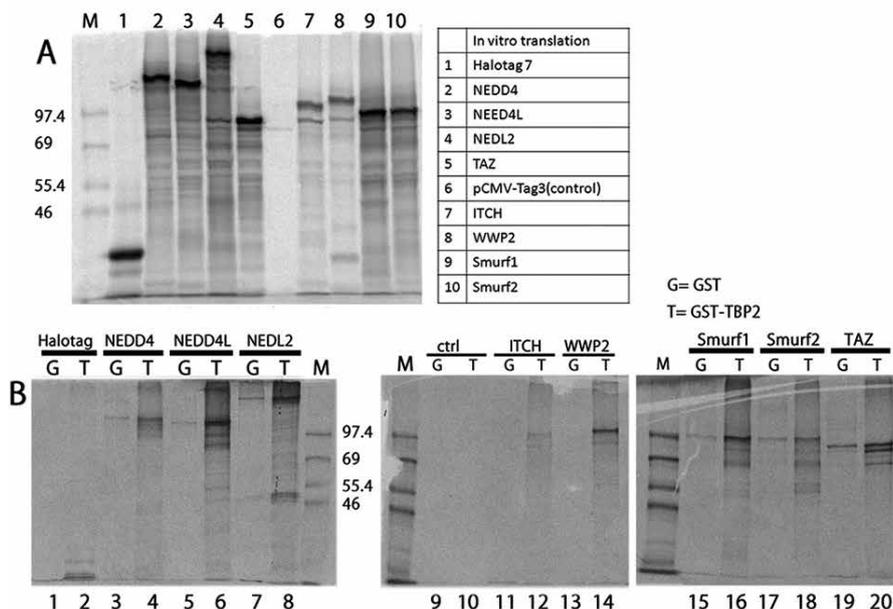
Interaction of Txnip with NEDD protein family members and the TAZ protein using *in vitro* translation and GST pull down techniques. A. pFN21A (Halotag7), pFN21A-NEDD4, pFN21A-NEDD4L, pFN21A-NEDL2 and pFN21A-TAZ, pCMV-Tag3, pCMV-Tag3B-ITCH, pCMV-Tag3B-WWP2, pcDNA3-6xmyc-hSmurf1 (CA) and pcDNA3-6xmyc-hSmurf2 (CA) were used for *in vitro* transcription-translation reaction. Translated proteins were detected at the expected molecular weights by autoradiography of incorporated ³⁵S. M: rainbow marker (Amersham). B. Translated proteins were incubated with either GST or GST-Txnip beads²⁷, and eluted proteins were analyzed by SDS-PAGE. M: molecular weight marker, ctrl: control; G: GST; T: GST-Txnip (TBP2). This is a representative image of three independent experiments.
